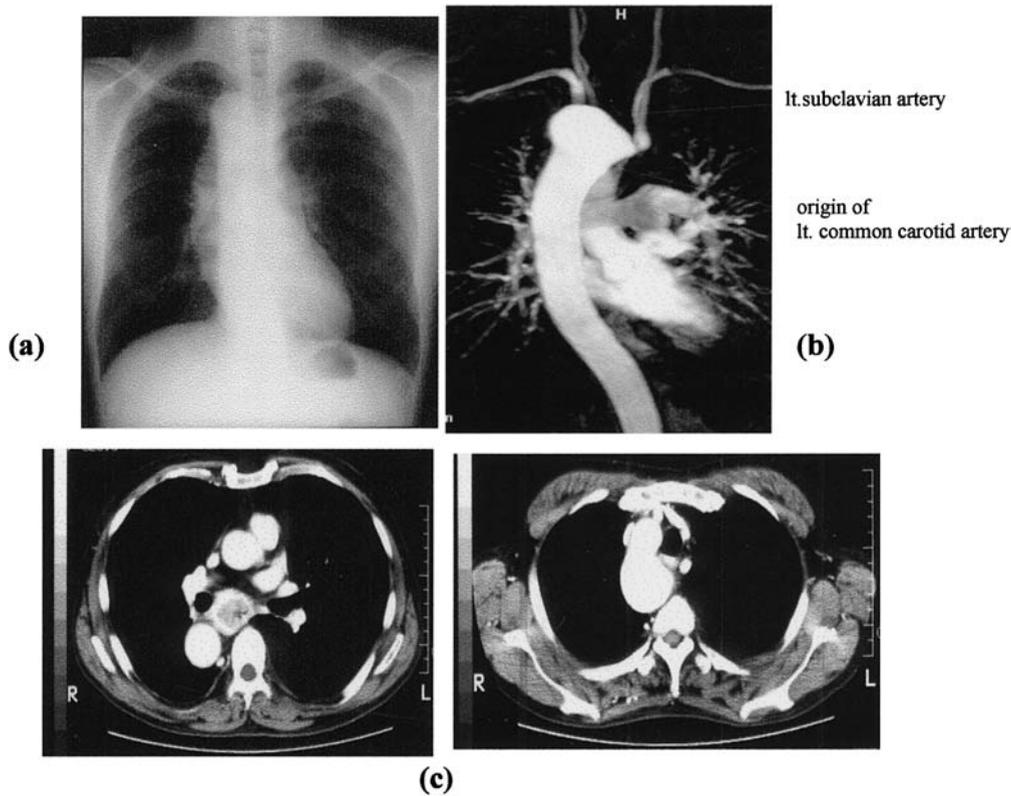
A case of right aortic arch. (a) Chest X ray showed the aortic arch in the right thorax, (b) MRA, (c) CT scan.
